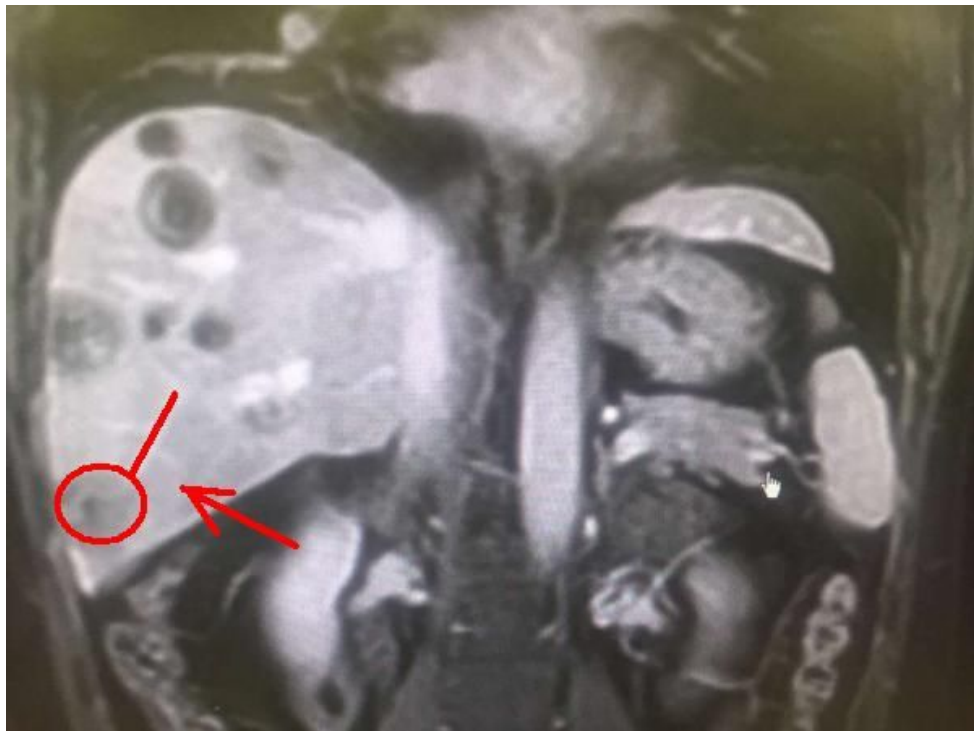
是 MRI 增强冠状位图像，可见棒棒糖征，而棒棒糖征被认为是肝上皮样血管内皮细胞瘤的典型征象。
